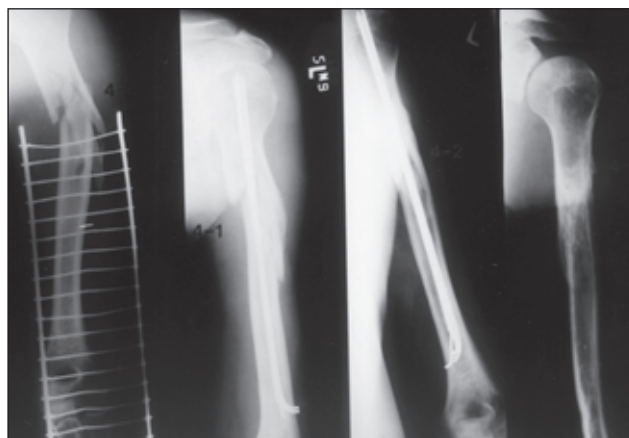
Хворий З., 37 років. Механізм травми — кататравма, поєднані пошкодження — ЗЧМТ, перелом лівої стегнової кістки. Фотовідбиток прямої та бічної рентгенограми: багатовідламковий перелом плечової кістки у верхній третині зі зміщенням кісткових фрагментів, тип D2, 12С1. Оперований на 10-ту добу. Консолідація через 11 тижнів. Металоконструкцію видалено через 16 тижнів
